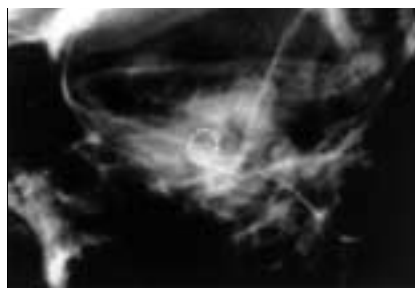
Postoperatives Röntgenbild im transorbitalen Strahlengang mit tiefer Elektrodeninsertion unter Verwendung eines sog. Positioners.
